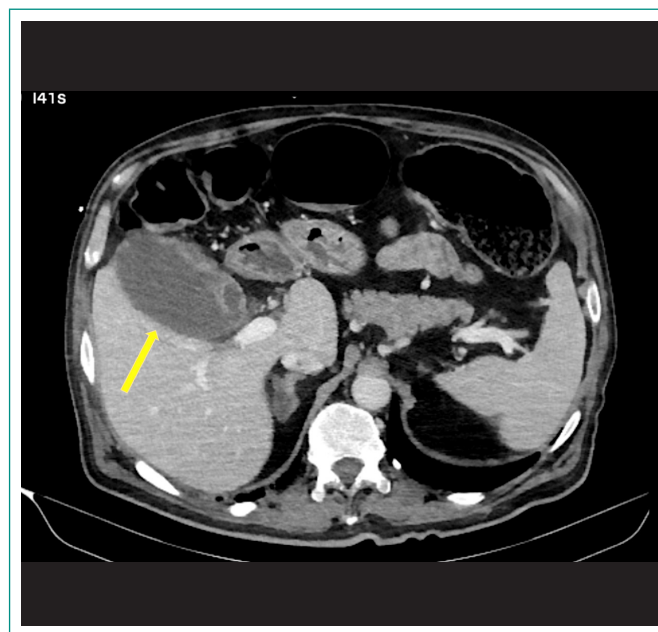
TC abdominal mostrando dilatación de vesícula biliar.
